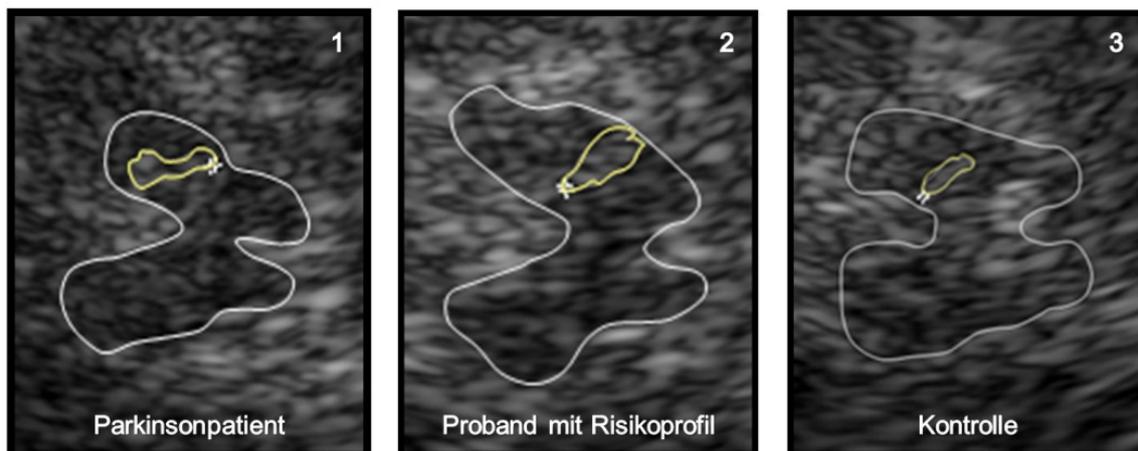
Darstellung einer hyperechogenen und einer normoechogenen Substantia nigra in der transcraniellen Sonographie
